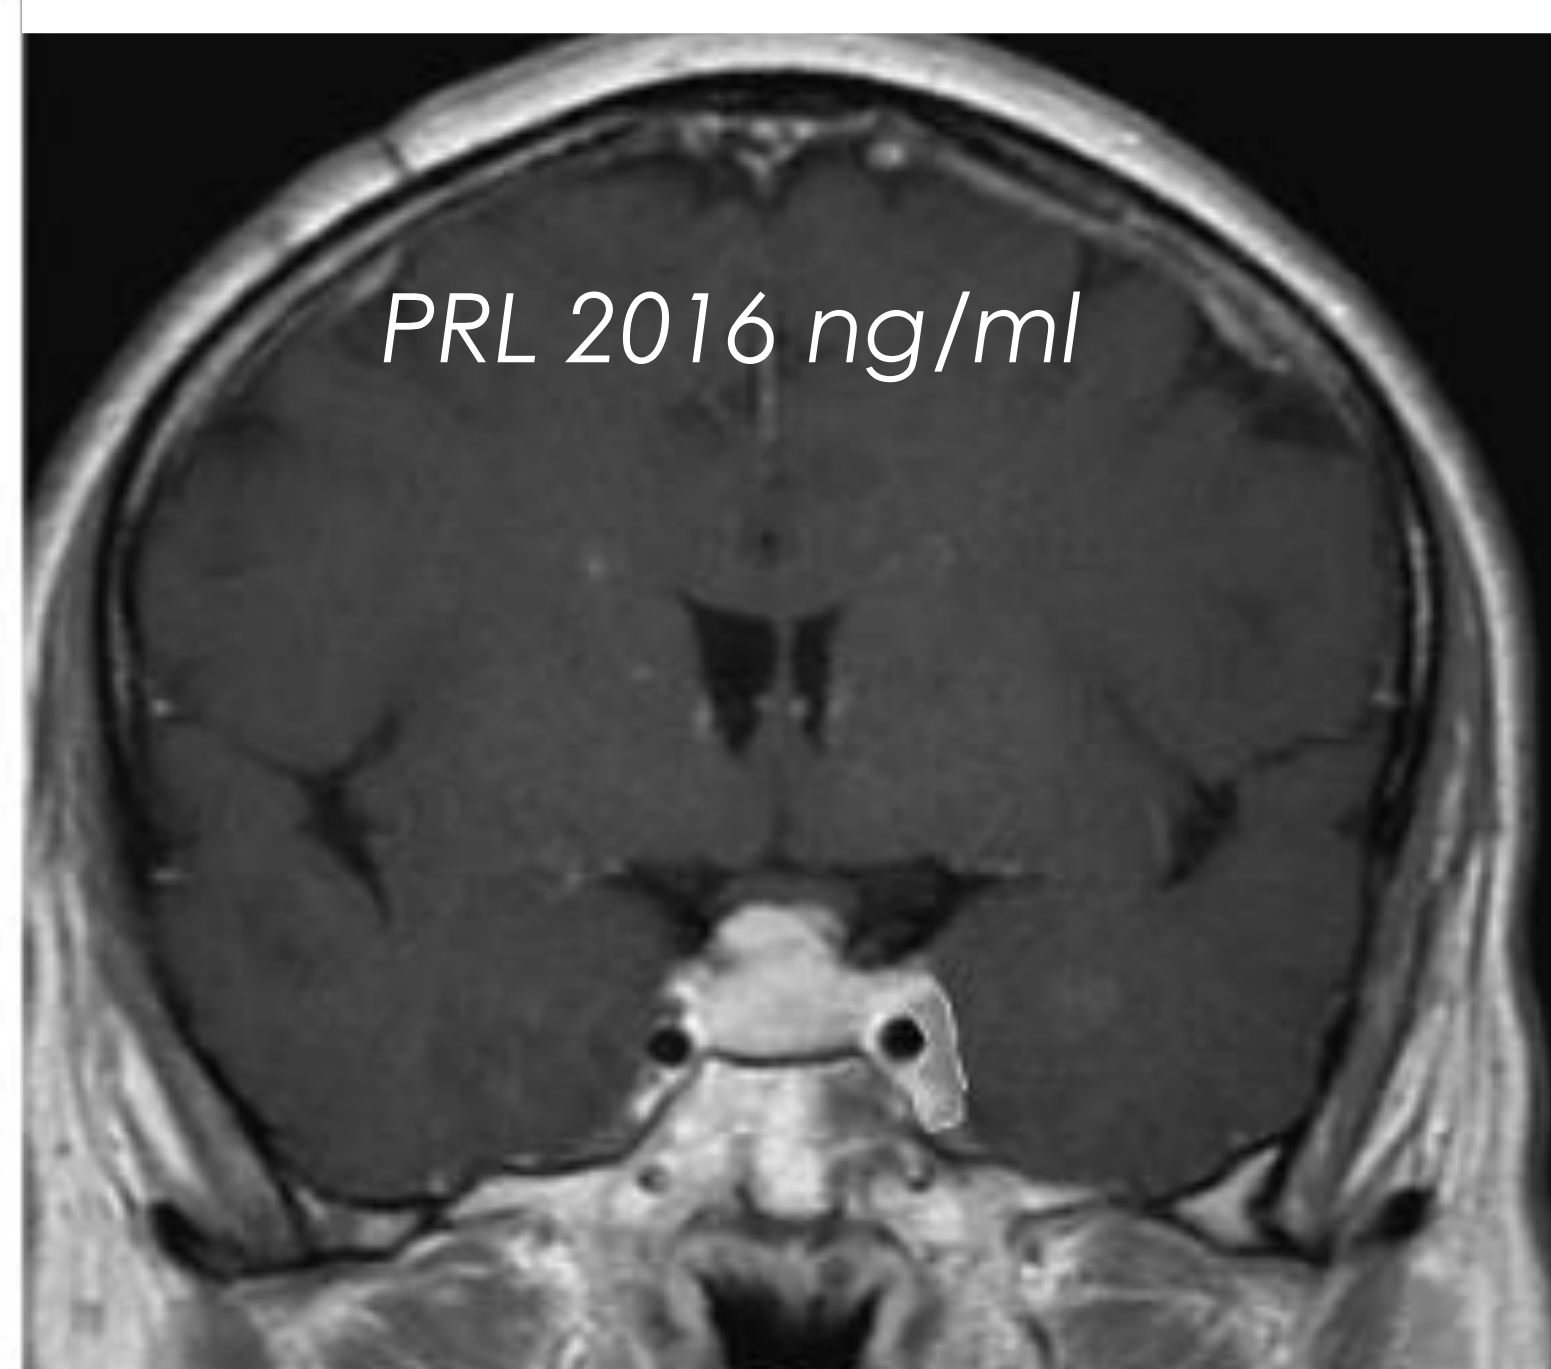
RMN cmd alla diagnosi
